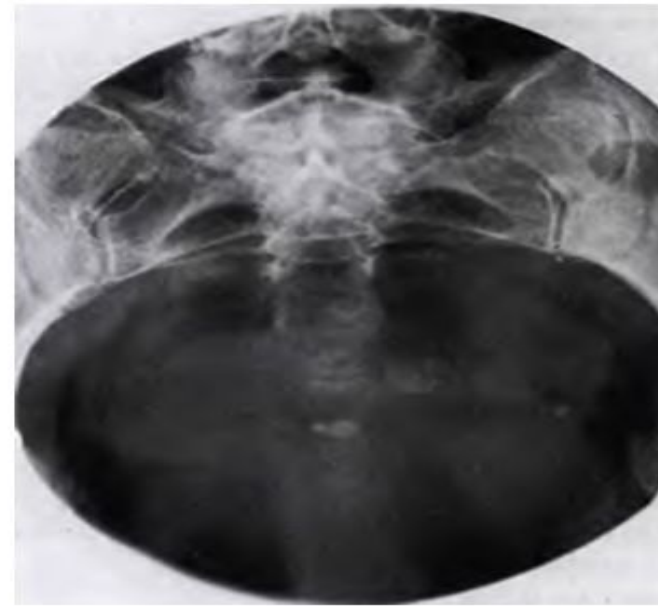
Рентгенограмма копчика в задней аксиальной проекции — 10° каудально. (С разрешения Jim Sanderson, RT.)
